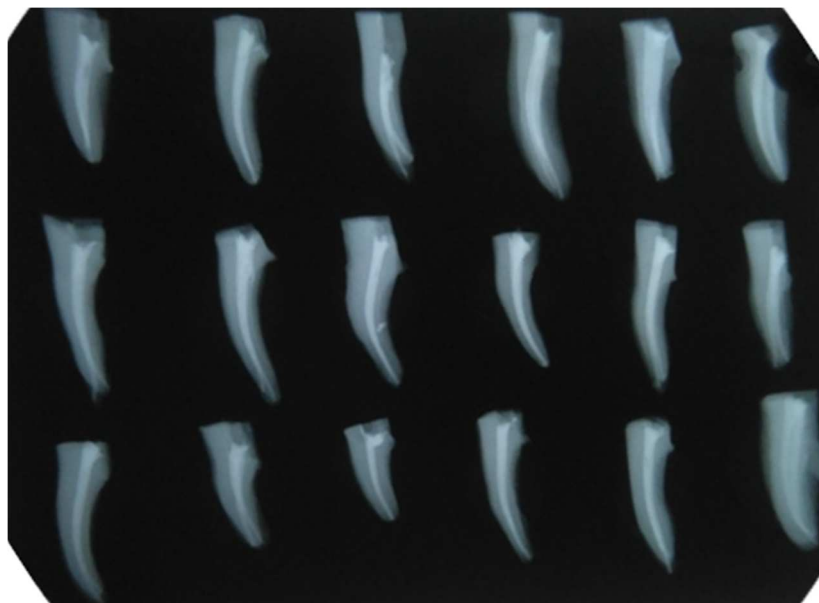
Radiografias periapicais no sentido mésio-lingual, para verificação da qualidade de obturação.
